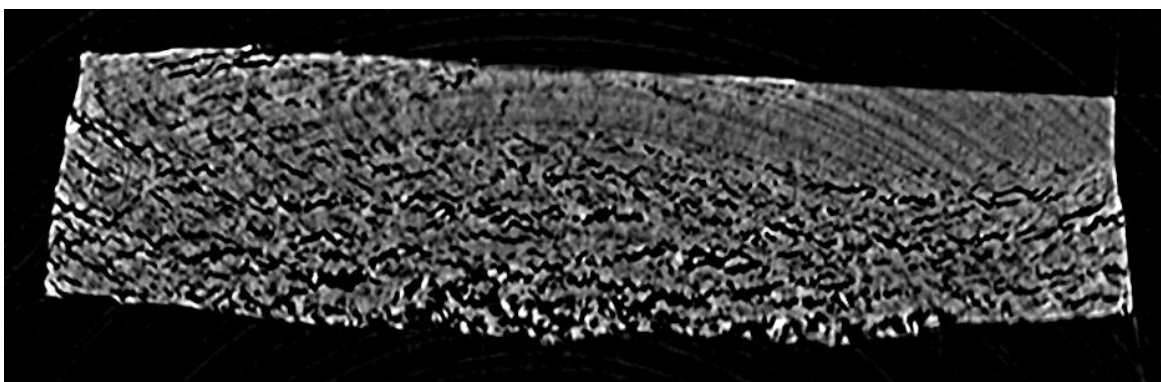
OD 錠の X 線 CT 像 (打錠圧縮力 8 kN 崩壊遅延品)
